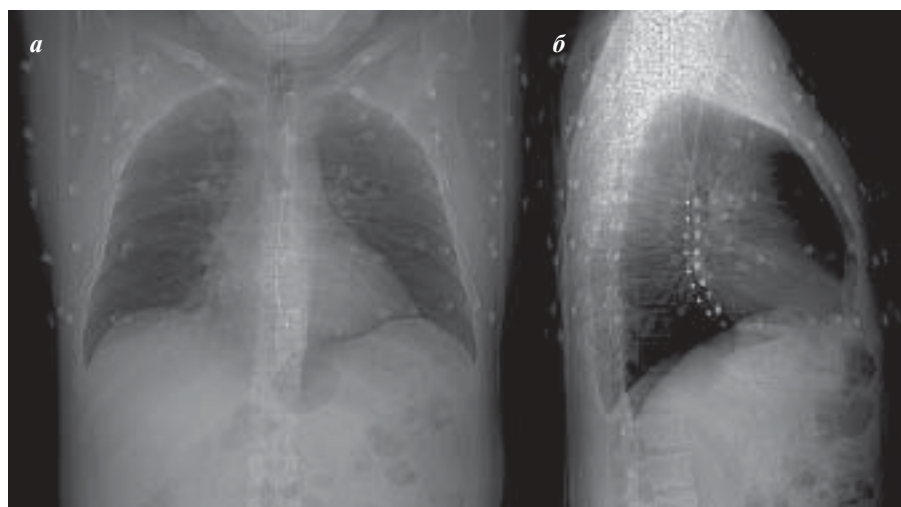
Компьютерная томография грудной клетки с введенным пищеводным зондом и электродами для поверхностного картирования, реконструкция передней (а) и левой боковой (б) рентгенологических проекций; цифрами указаны номера внутрипищеводных отведений.
